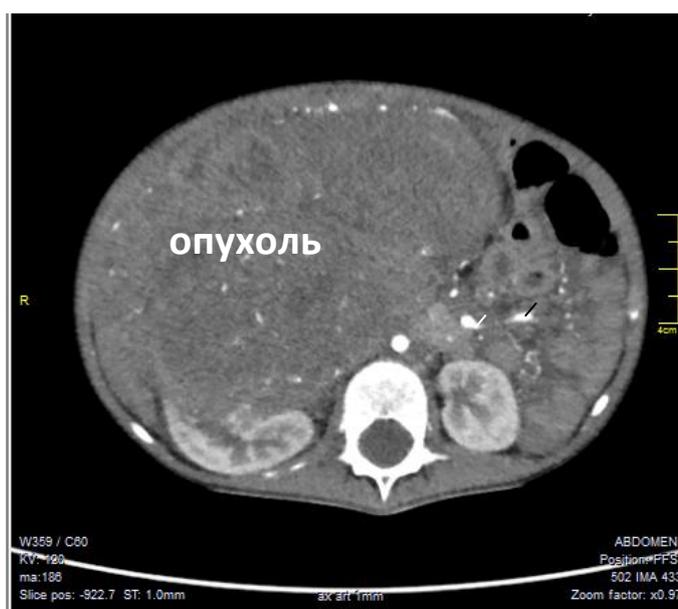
Компьютерная томография больного В., 3 г. 8 мес. (до начала предоперационной химиотерапии). Опухоль размерами 12,0 x 10,0 x 8,0 см исходит из нижнего полюса правой почки, занимает всю правую половину живота, переходит через среднюю линию.
